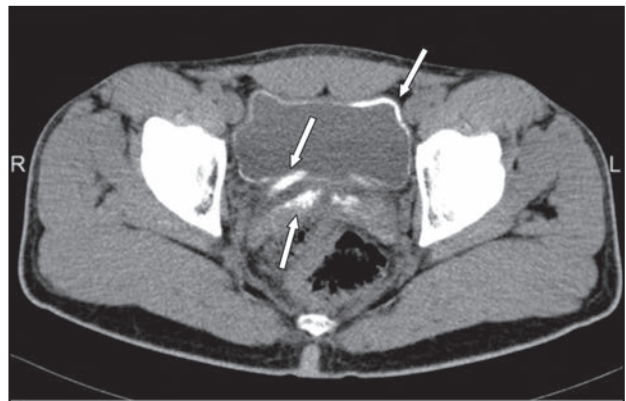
TC abdominal. Calcificació de la bufeta urinària, els urèters i els lòbuls prostàtics (fletxes).
